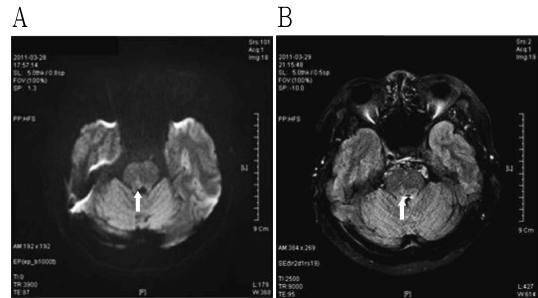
Brain MR image in case 1.
